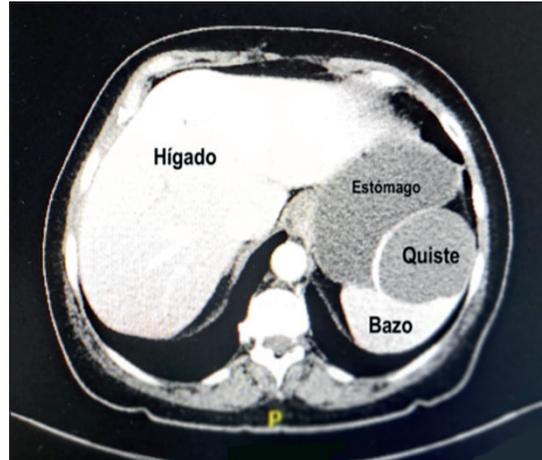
TC de Abdomen y Pelvis. Fase Portal. Corte transversal, observándose quiste de bazo adyacente a estómago.
